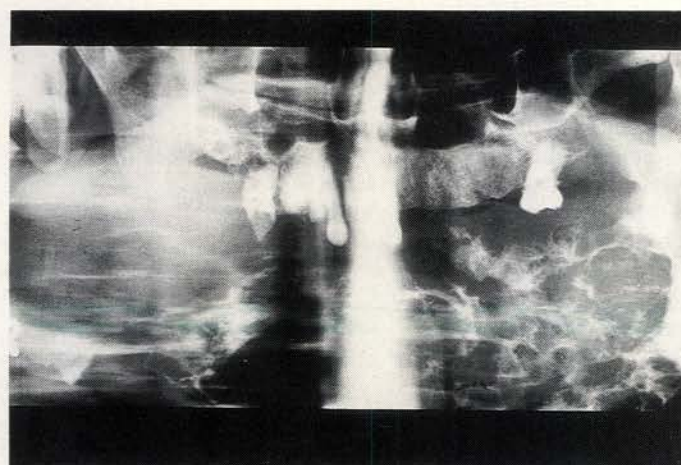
Röntgenopname van het in afbeelding 3a getoonde preparaat.
